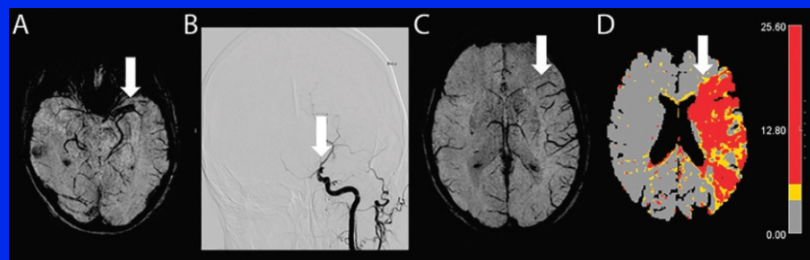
Aplicaciones avanzadas de MRI para EVC isquémico. A, SWI que indica la ubicación y la longitud del trombo en la arteria cerebral media izquierda (flecha); B, la angiografía por sustracción digital indica la oclusión de la arteria carótida interna
